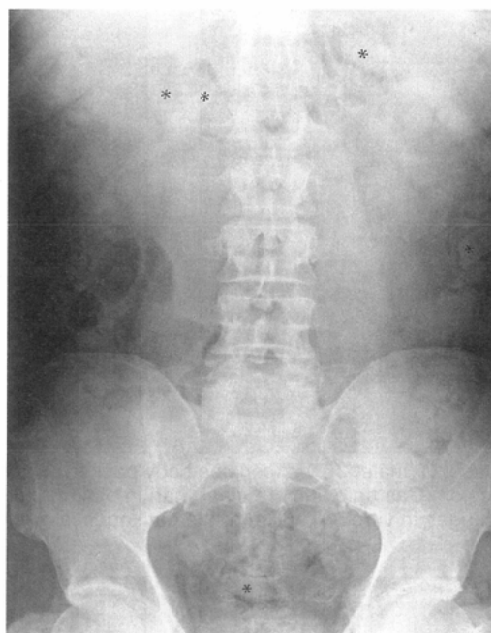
Supine abdominal plain radiograph of Case 23 (male, 35 y/o, heroin body packer). Packages (*) are difficult to identify.
